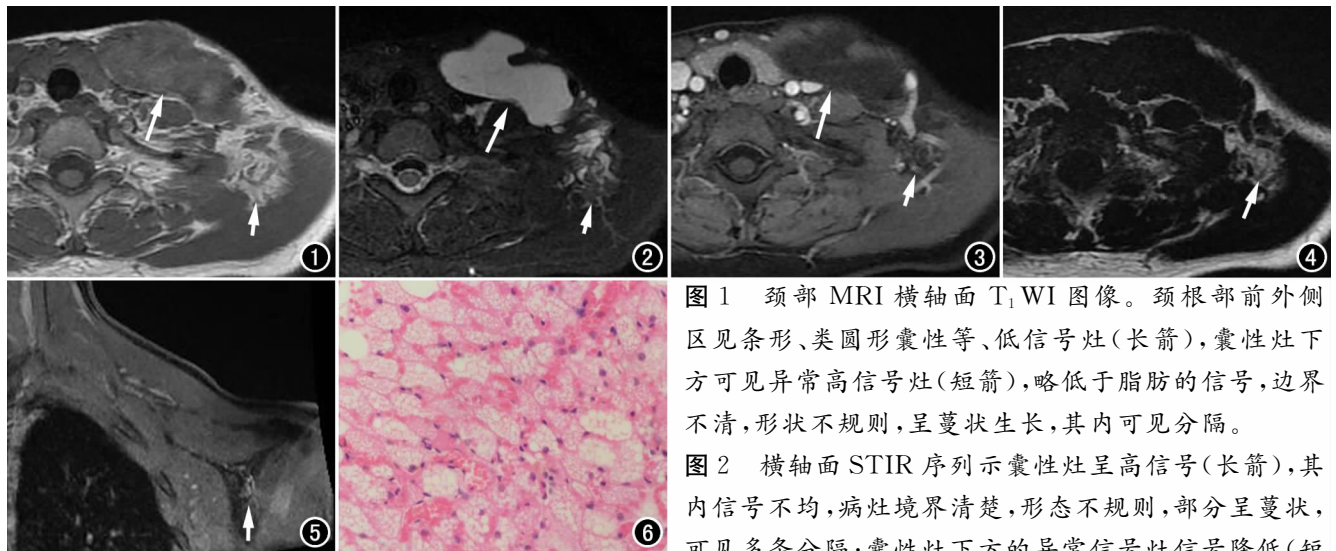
颈部 MRI 横轴面 T_1 WI 图像。颈根部前外侧区见条形、类圆形囊性等、低信号灶(长箭),囊性灶下方可见异常高信号灶(短箭),略低于脂肪的信号,边界不清,形状不规则,呈蔓状生长,其内可见分隔。
